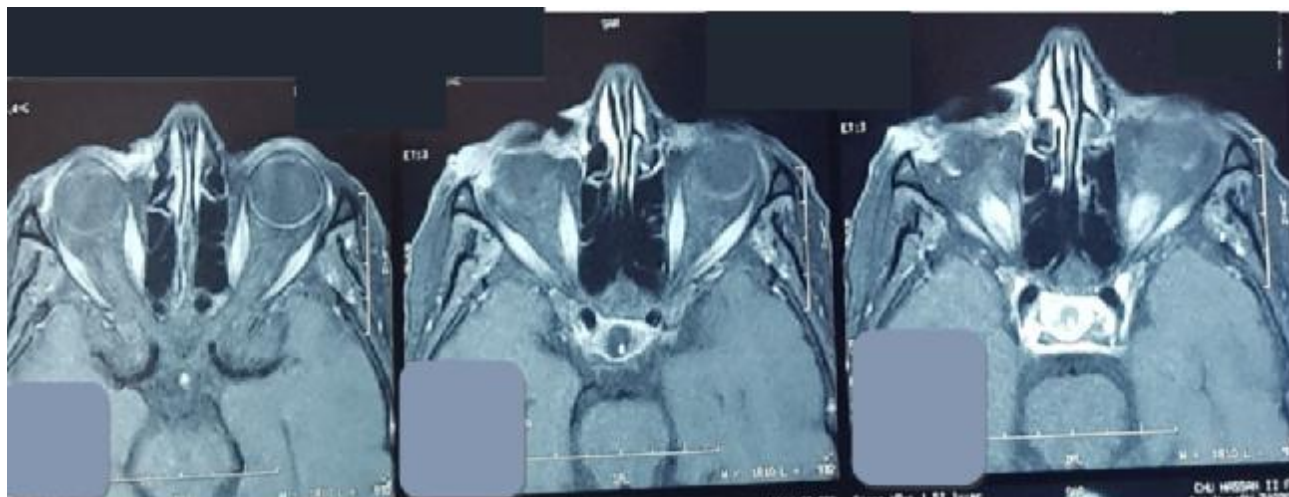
TDM orbito-encéphalique coupe axiale montrant un épaississement tissulaire temporo-orbitaire gauche avec lyse de l'apophyse zygomatique et envahissement de la graisse extraconique sans envahissement du globe oculaire.
